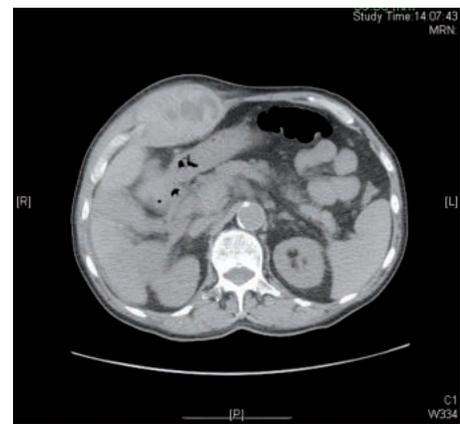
Imagen de TAC con hematoma de la vaina del recto derecha tras realización de biopsia hepática.
